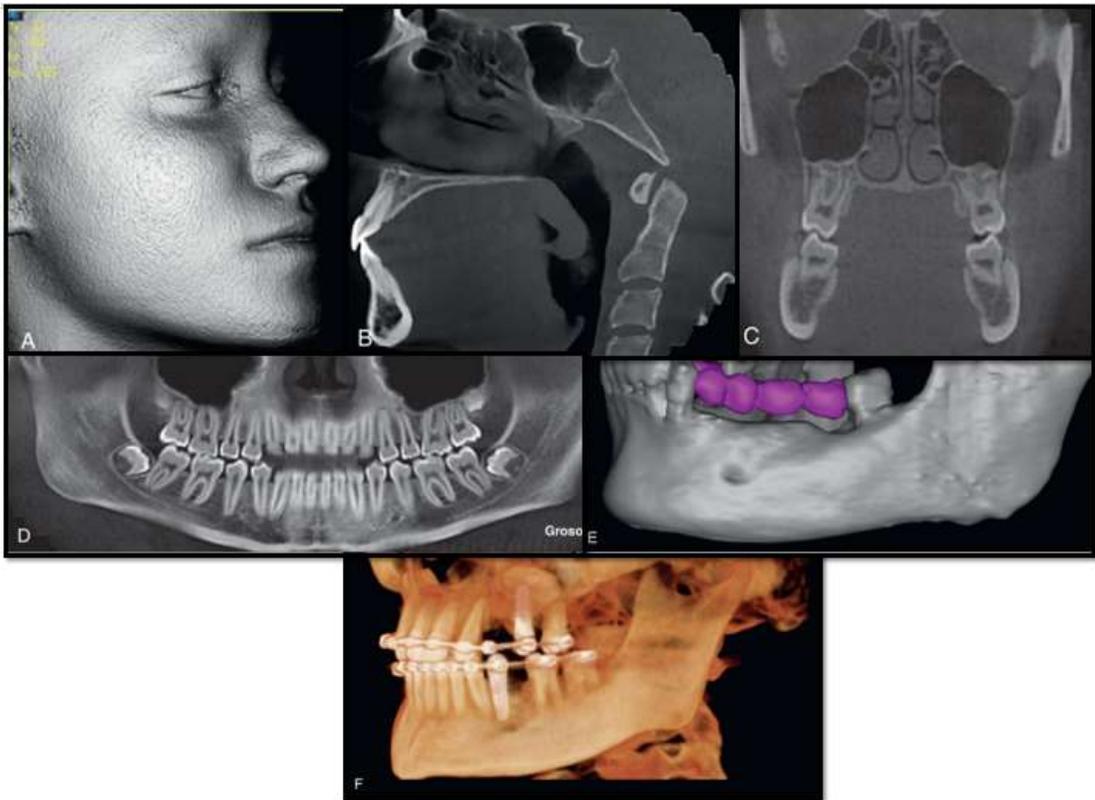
Imágenes de CBCT. A. Tejidos blandos en 3D. B. imagen cefalométrica lateral. C. imagen coronal. D. imagen panorámica. E. imagen ósea lateral. F. imagen de proyección de intensidad máxima (PIM).<sup>20</sup>
